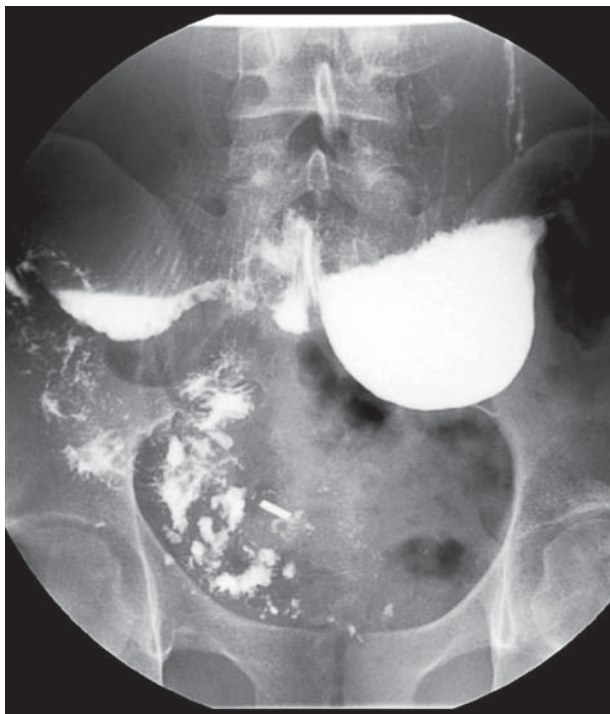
Рентгеноконтрастне дослідження шлунка та ДПК. Через 60 хв від початку дослідження. Невелика кількість сульфату барію потрапила в петлі тонкої кишки, розташовані в правих відділах живота і в тазу
